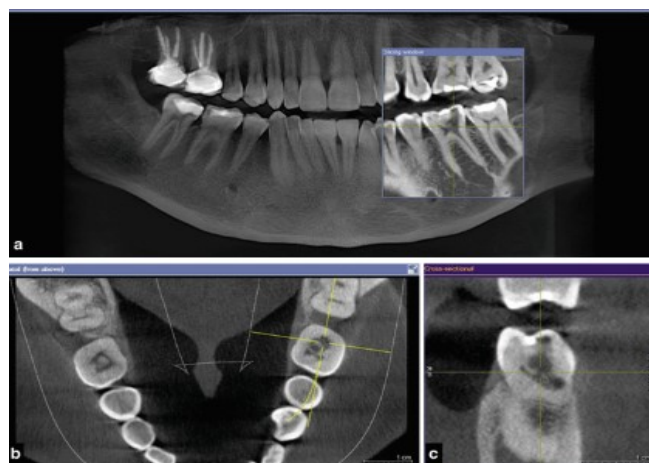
Diferentes imagens radiográficas utilizando a CBCT e a ortopantomografia.
